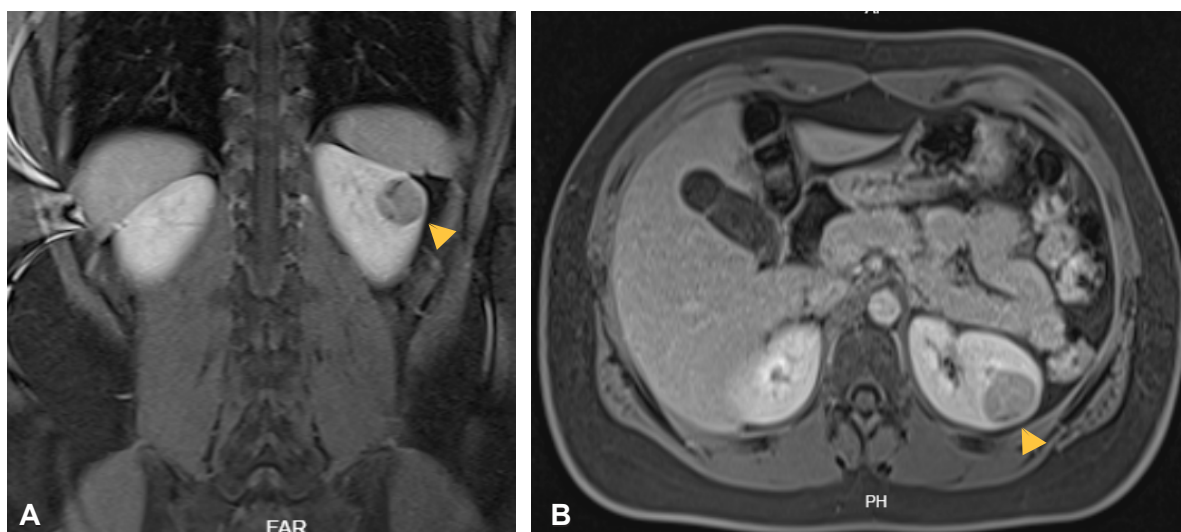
Resonancia magnética de abdomen y pelvis con contraste. A. Vista en corte coronal T2, sobre la valva posterior de la silueta renal izquierda se observa lesión nodular sólida, heterogénea y ligeramente hipointensa (flecha amarilla). B. Vista en corte axial T2, se observa lesión hipointensa en riñón izquierdo de bordes definidos (flecha amarilla).
